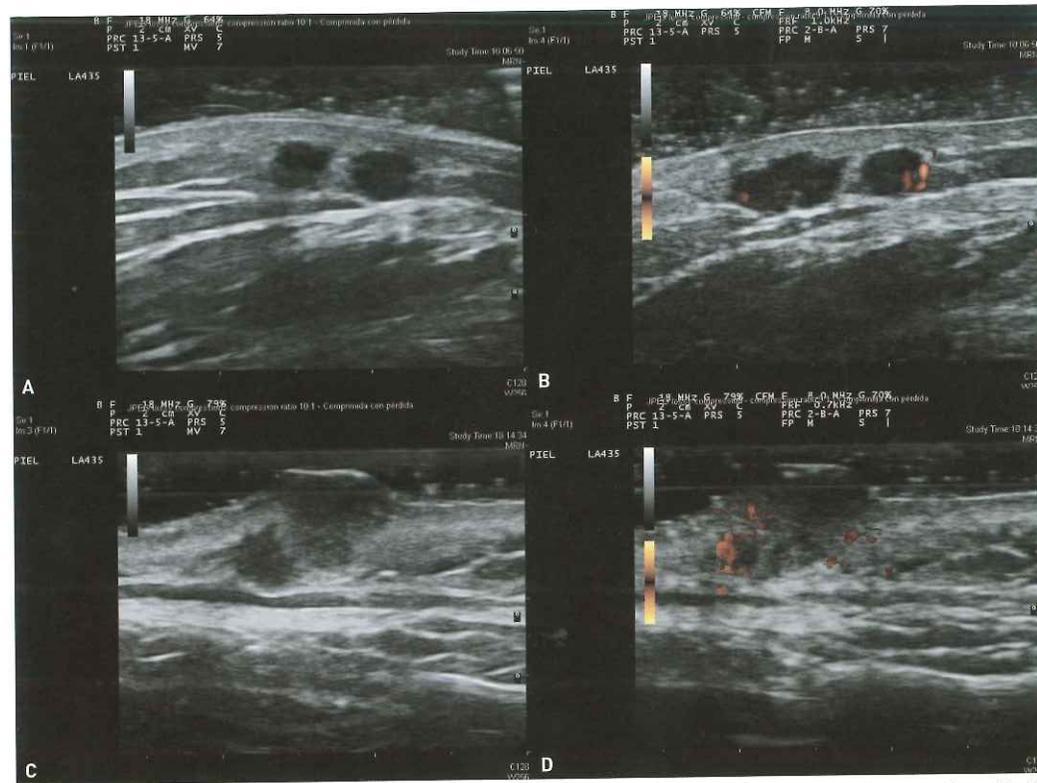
Metástasis en tránsito hipoeoicas de morfología redondeada, localizadas en tejido subcutáneo (A, C). Vascularización con Doppler power (B, D).
